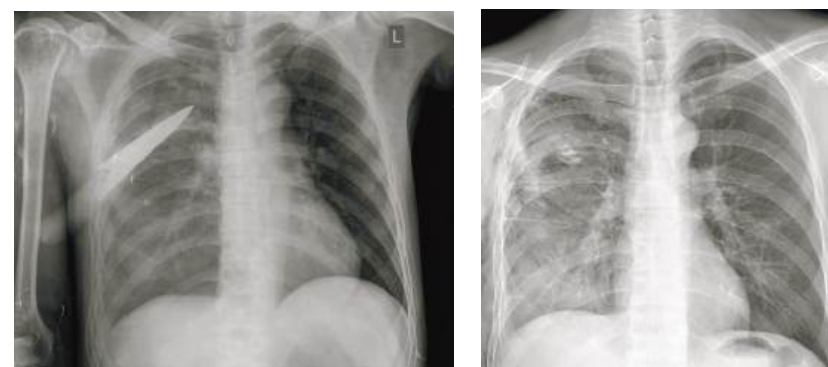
Обзорные рентгенограммы груди (слева) до и через восемь суток после удаления ножа под ВТС-контролем (справа)
